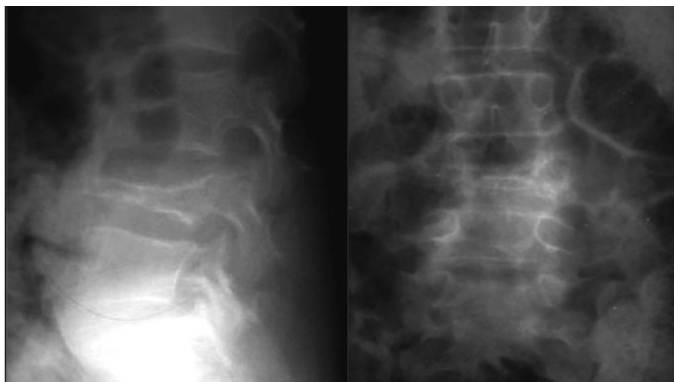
Radiografia inicial na qual se observa a fratura.
